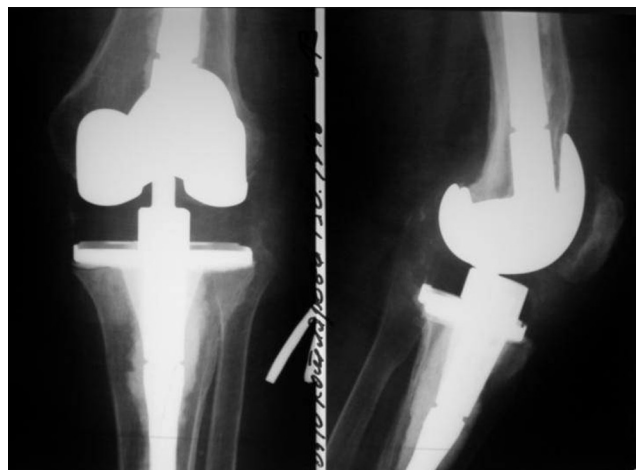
Фото рентгенограм колінного суглоба хворої К. після другого етапу лікування. Імплантовано модель LCCK Zimmer
